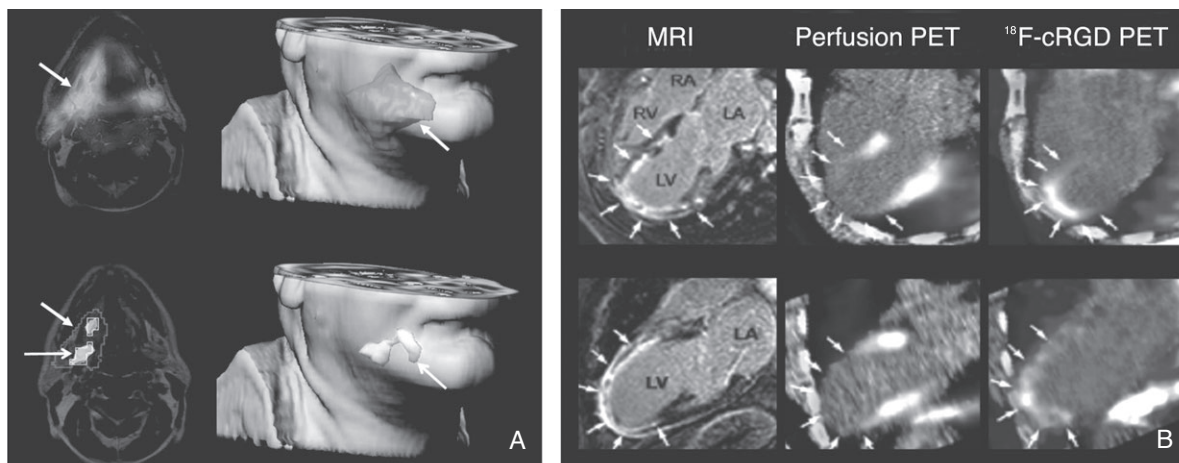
Clinical RGD PET images in human patients.
